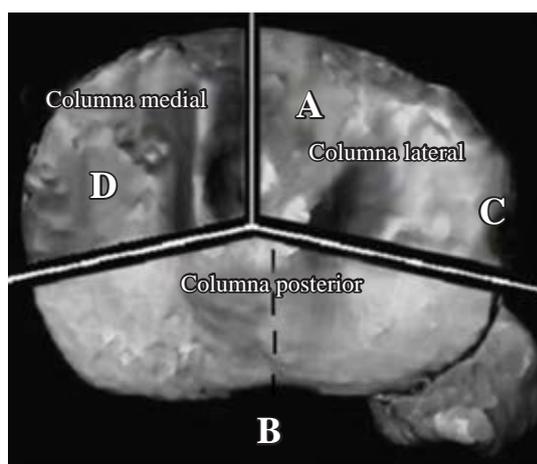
Tomografía axial computarizada. Clasificación de tres columnas.
